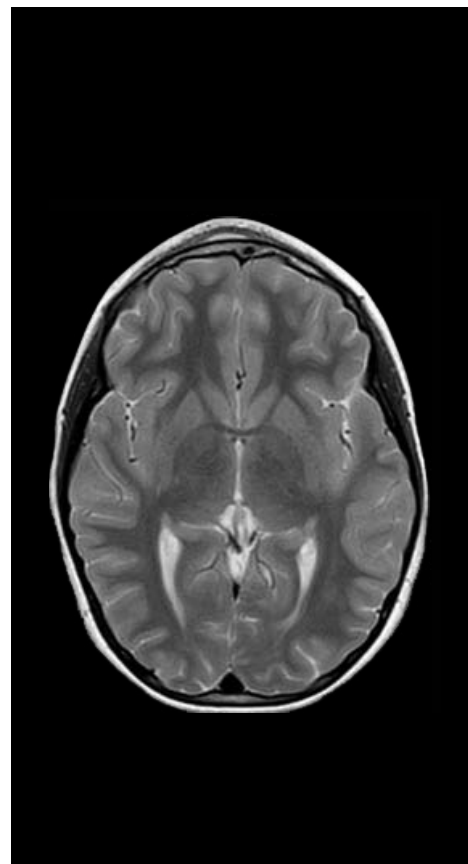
RM craneal T2 (corte axial): sinusitis frontal complicada con osteomielitis frontal, absceso subperióstico laminar de 2 mm y cambios de celulitis en tejido graso subcutáneo con mínimo realce dural lineal reactivo.
